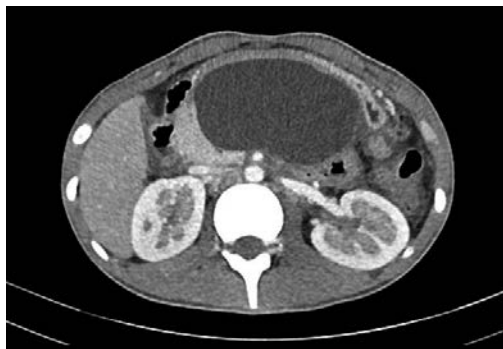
En el control tomografico posterior se constata un pseudoquiste pancreático.
